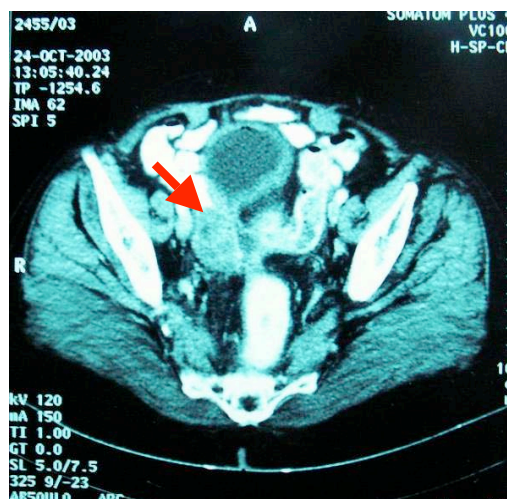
TDM Abdomino- pelvienne : Masse pelvienne rétro vésicale hétérogène
